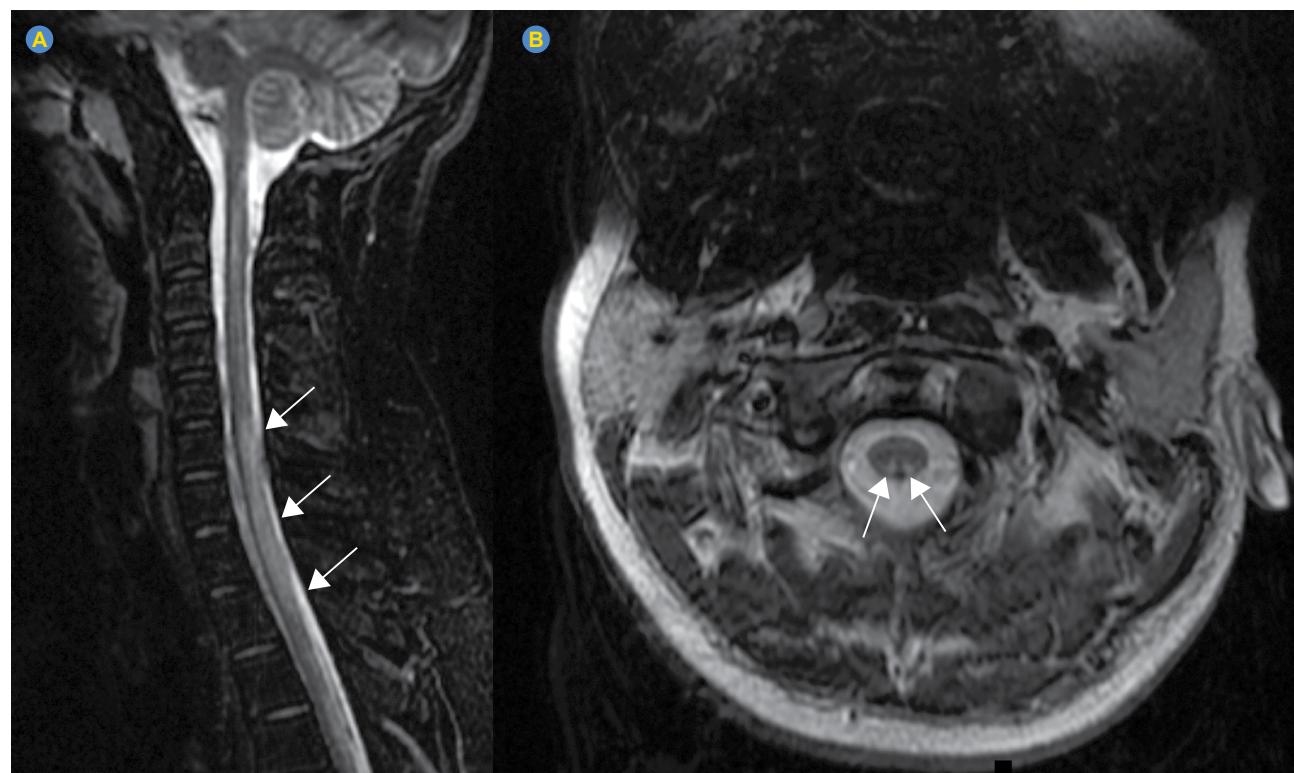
STIR sagital RM: lesões com hipersinal longitudinalmente extensas do parênquima medular, extensão crânio-caudal entre C6 e D2 (A); T2 axial RM: lesões com hipersinal dos cordões posteriores da medula bilaterais e simétricos entre C1-C2 (B).
